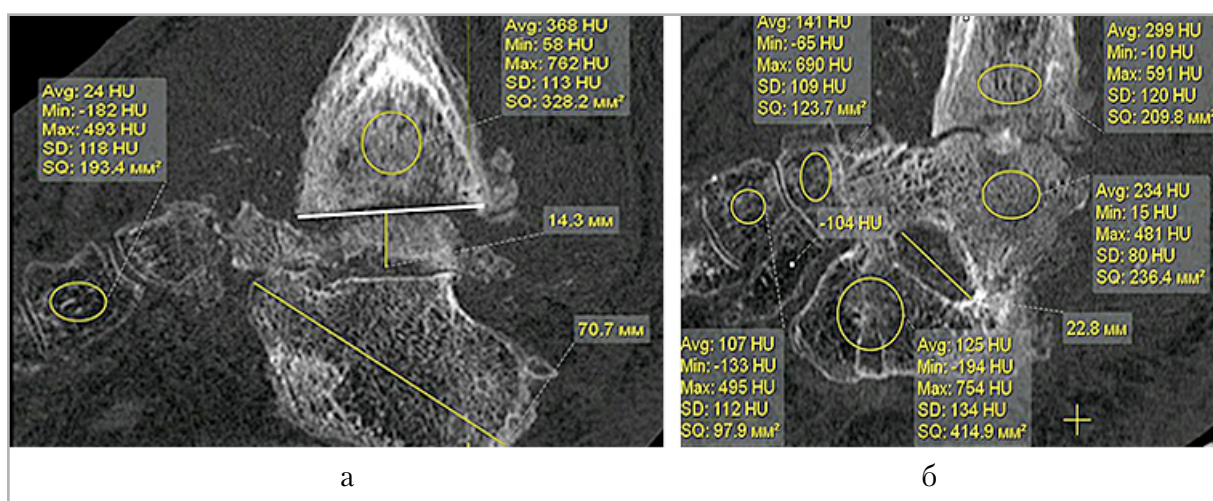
МСКТ голеностопного сустава и стопы больного А., 41 год. Нейрогенная артропатия. Хронический остеомиелит. МРР в сагиттальной плоскости (а, б). Изменение анатомии и нарушение структуры всех костей стопы, остеопороз. Уменьшение плотности пяточной, кубовидной, таранной костей
